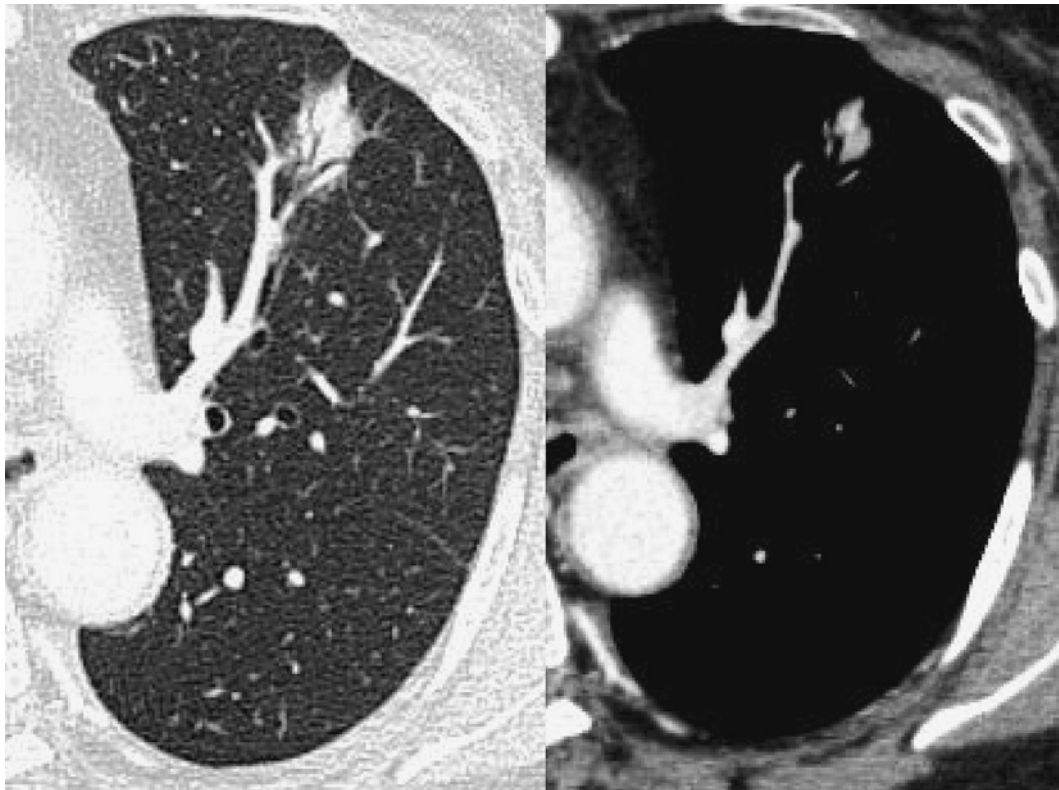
Chest CT reveals a 2.5-cm nodule in the S³ segment of the left lung.
